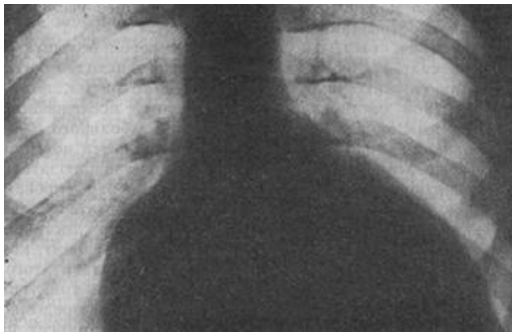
Рентгенограма грудної клітки хворого з АЕ-ознаками кардіомегалії, більше правого шлуночка
